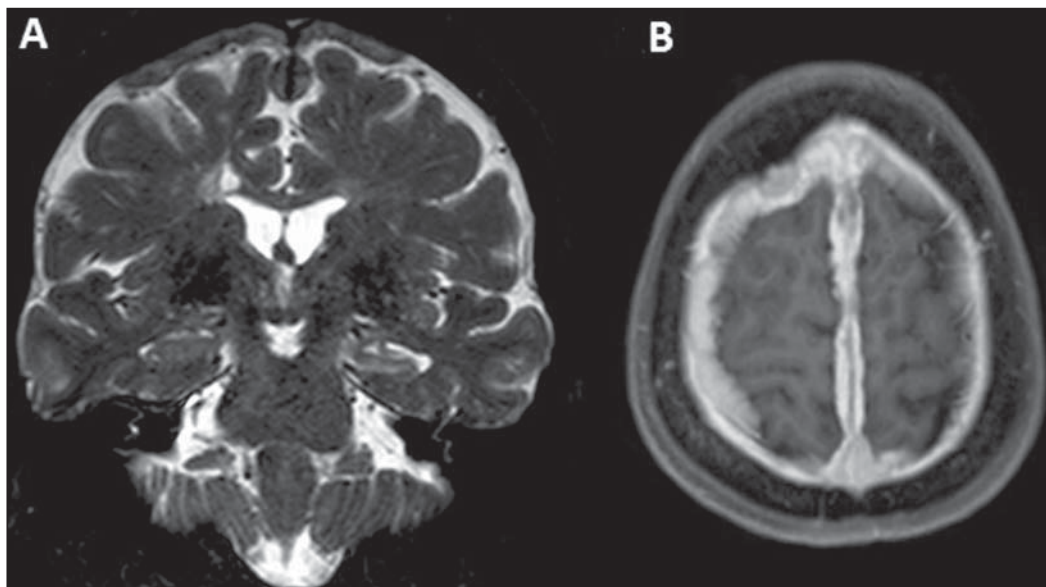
A: Ressonância magnética, coronal T2, mostrando espessamento paquimeningeo difuso, mais proeminente da alta convexidade, que se estende à foixe inter-hemisférica bilateralmente, com predomínio de hipossinal e associado a redução volumétrica e hipersinal do hipocampo esquerdo (esclerose mesial). B: Axial T1 após administração venosa de contraste paramagnético mostrando realce paquimeningeo difuso e homogêneo.
